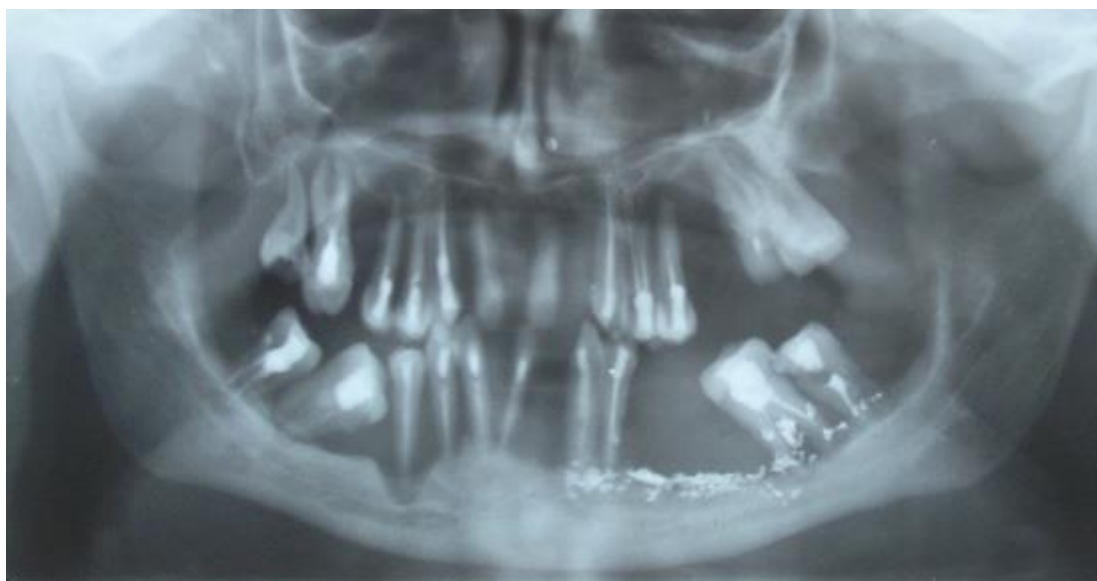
Ортопантомограмма (ОПГ) пациентки в момент первичного обращения
